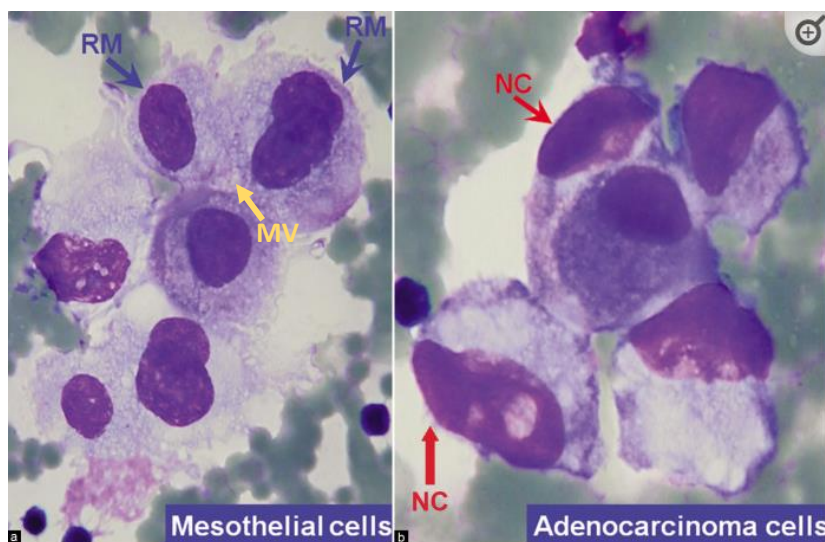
Células mesoteliales (flechas azules RM) que presentan el marco de ventana (flechas amarillas MV) versus células de adenocarcinoma (flechas rojas NC) en líquido ascítico. Tomado de Shidhan, 2021.
